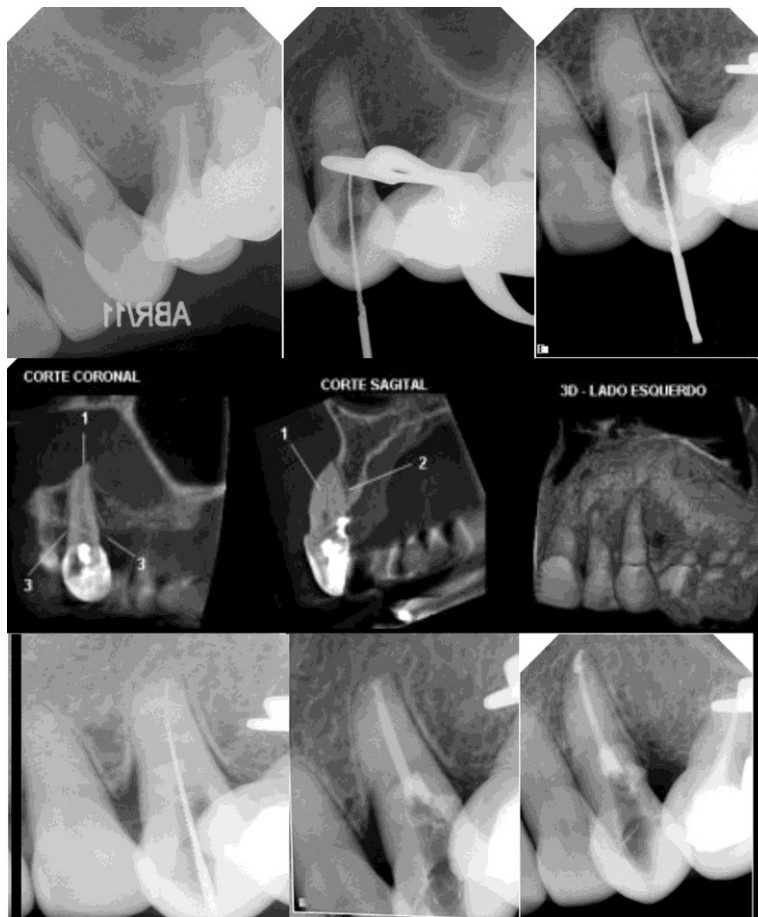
Elemento 23 com severa atresia do seu conduto e tentativas de localização do canal sem sucesso. Realização de Tomografia de pequeno volume (tomógrafo PreXion) evidenciando a presença do canal e a sua posição espacial. Conclusão do caso com instrumentação até o limite desejado e obturação com técnica vertical de Schilder (cortesia Prof. Dr. Noboru Imura)
